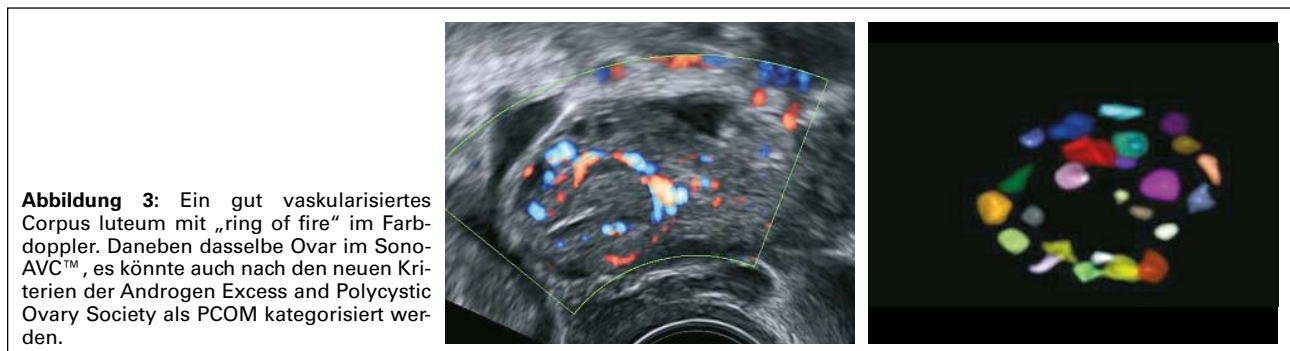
Ein gut vaskularisiertes Corpus luteum mit „ring of fire“ im Farbdoppler. Daneben dasselbe Ovar im Sono-AVC™, es könnte auch nach den neuen Kriterien der Androgen Excess and Polycystic Ovary Society als PCOM kategorisiert werden.
